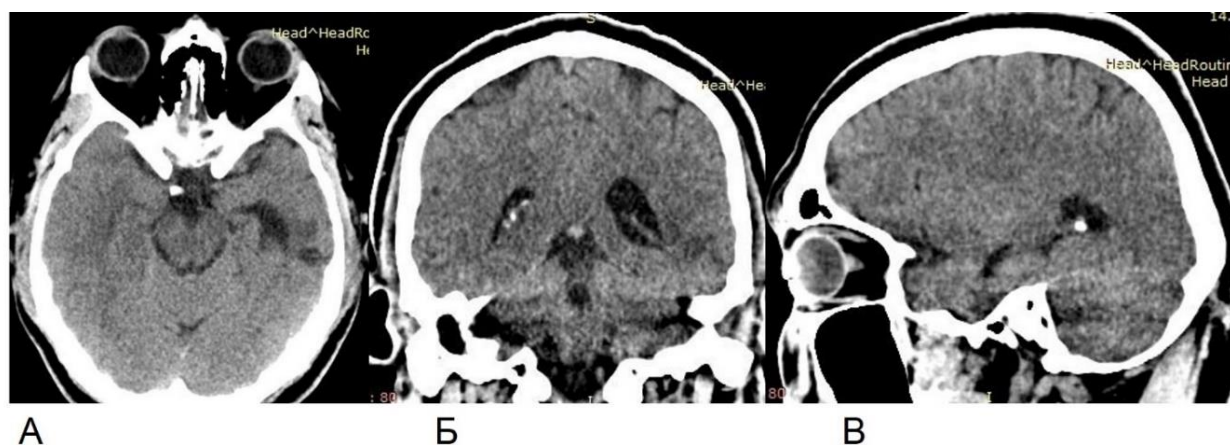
КТ головного мозга без контрастирования пациента С., 36 лет, через 30 дней после вскрытия и дренирования эпидурального абсцесса в аксиальной (А), коронарной (Б) и сагиттальной (В) проекциях
